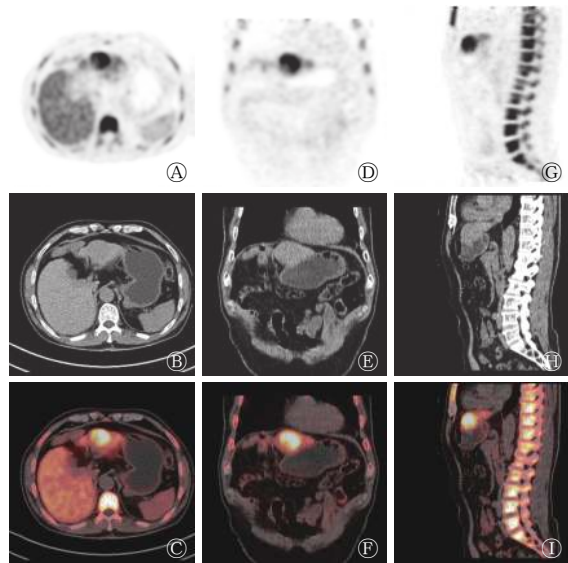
患者男性, 69 岁, 肝脏¹⁸F-FLT PET/CT 图像 图中, A~C: 肝脏结节横断面 CT、PET、PET/CT 融合图像; D~F: 肝脏结节冠状面 CT、PET、PET/CT 融合图像; G~I: 肝脏结节矢状面 CT、PET、PET/CT 融合图像。图中, 肝左叶病灶代谢活跃, SUV_{max} 为 11.2, 病灶与邻近正常肝实质代谢差异明显, 肝脏本底代谢 SUV 为 4.6~5.0。FLT: 胸苷; PET: 正电子发射断层显像术; CT: 计算机体层摄影术; SUV_{max}: 最大标准化摄取值; SUV: 标准化摄取值。
